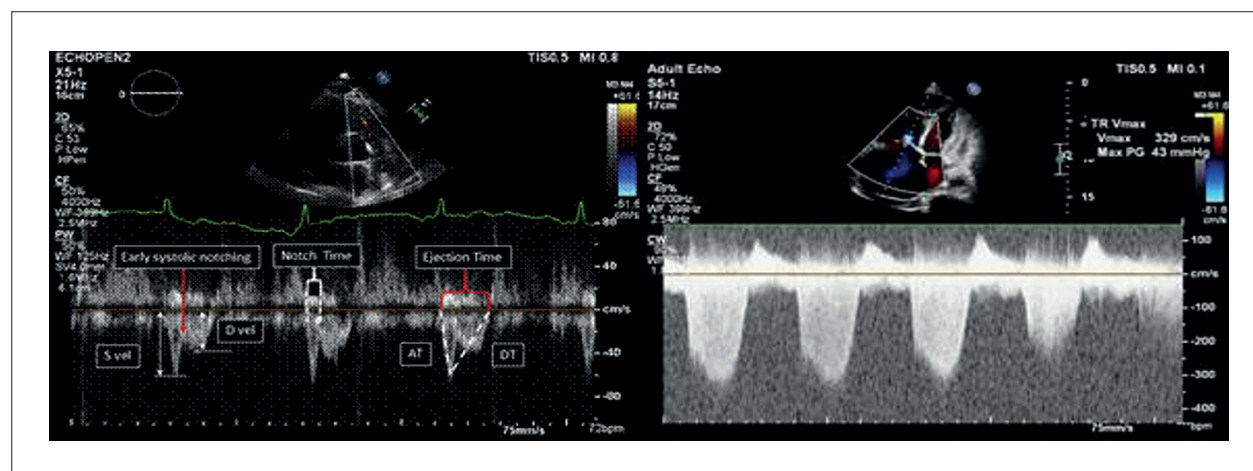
Doppler com incisura mesossistólica pulmonar e sinal 60/60 (TAP e GRT reduzidos). GRT: gradiente de regurgitação tricúspide; TAP: tempo de aceleração da artéria pulmonar.
